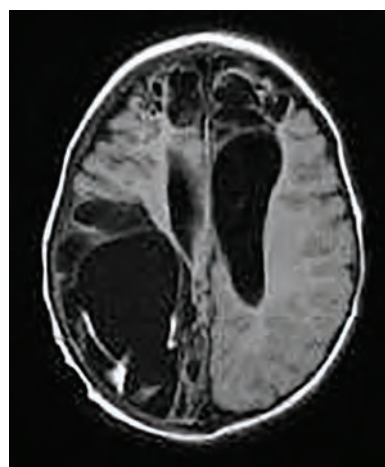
Магнитно-резонансная томография головного мозга, T1-взвешенное изображение
